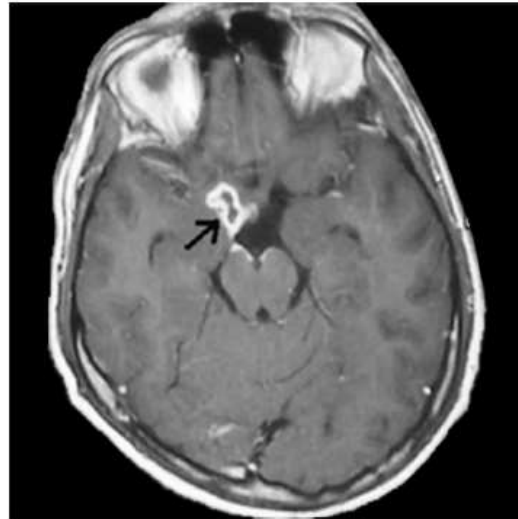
Localized CNS inflammation; post-contrast T1-weighted MRI shows a meningeal abscess with peripheral enhancement at the right side of optic chiasma (*black arrow*)
